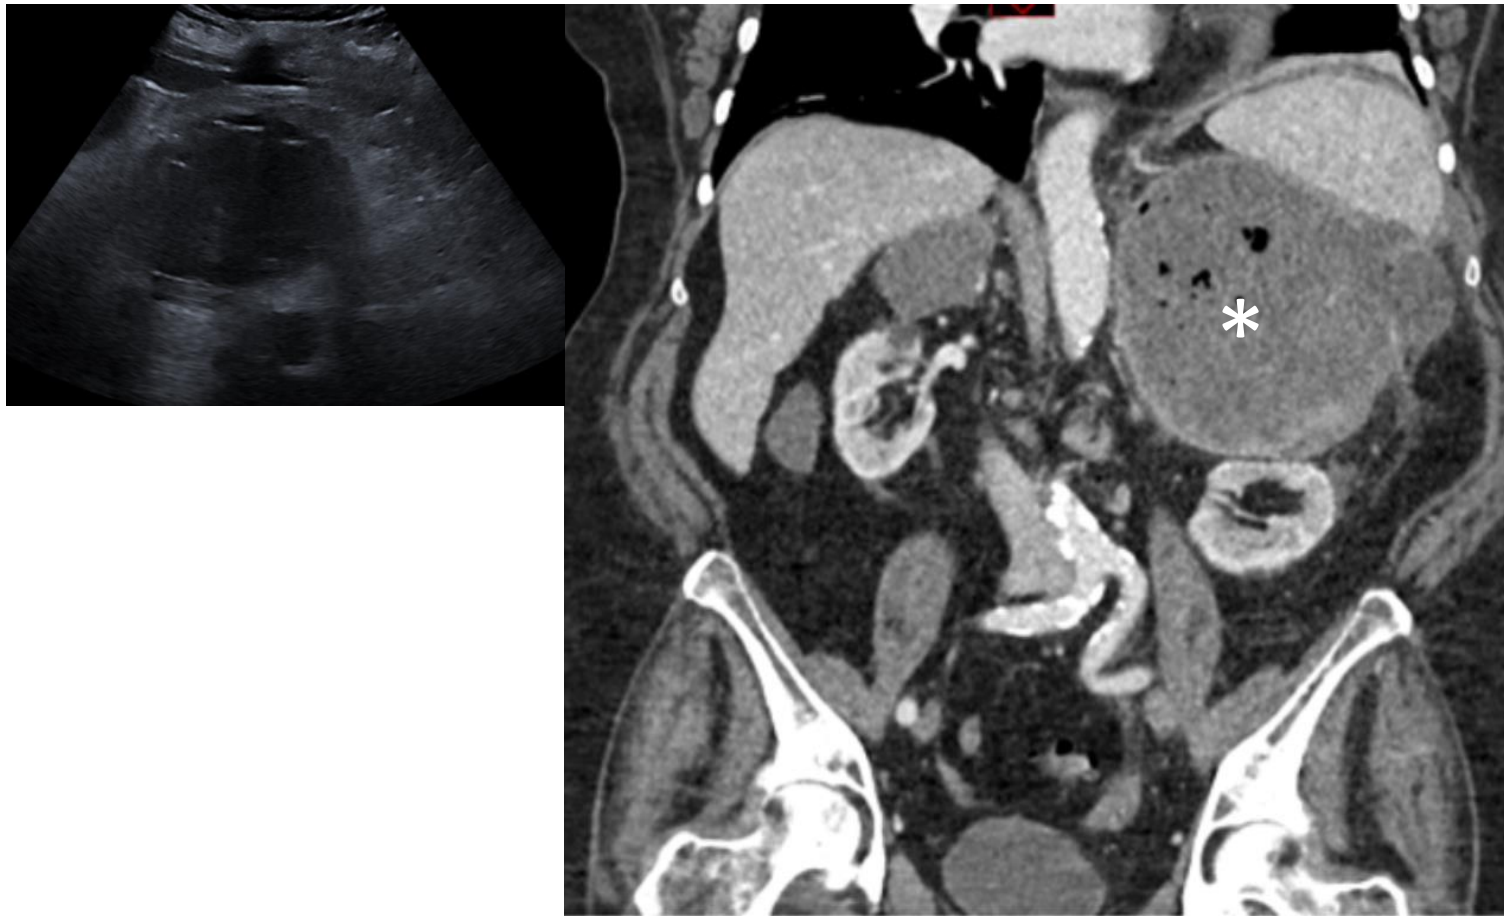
Varón de 73 años con adenocarcinoma de pulmón estadio IV, sometido a biopsia suprarenal izquierda. Una semana después presenta fiebre y dolor en hipocondrio izquierdo. La ecografía y la TC con contraste mostraron una colección suprarenal bien delimitada, de contenido heterogéneo, compatible con absceso suprarenal izquierdo (asterisco).
